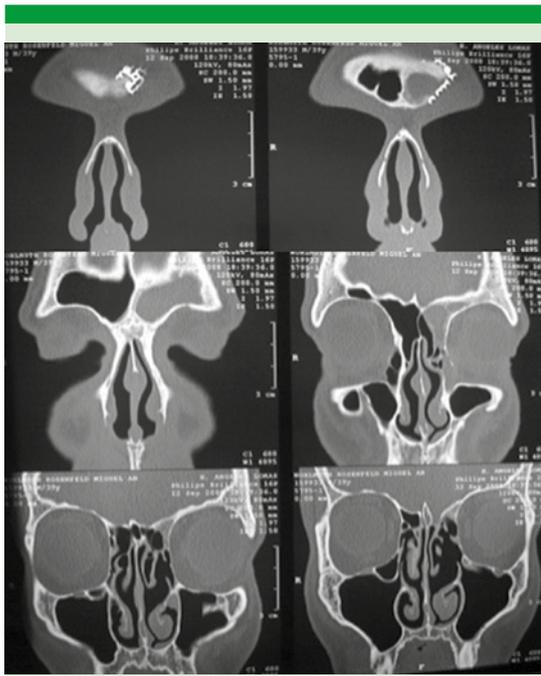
Tomografía computada previa a la segunda cirugía (cortes coronales).
